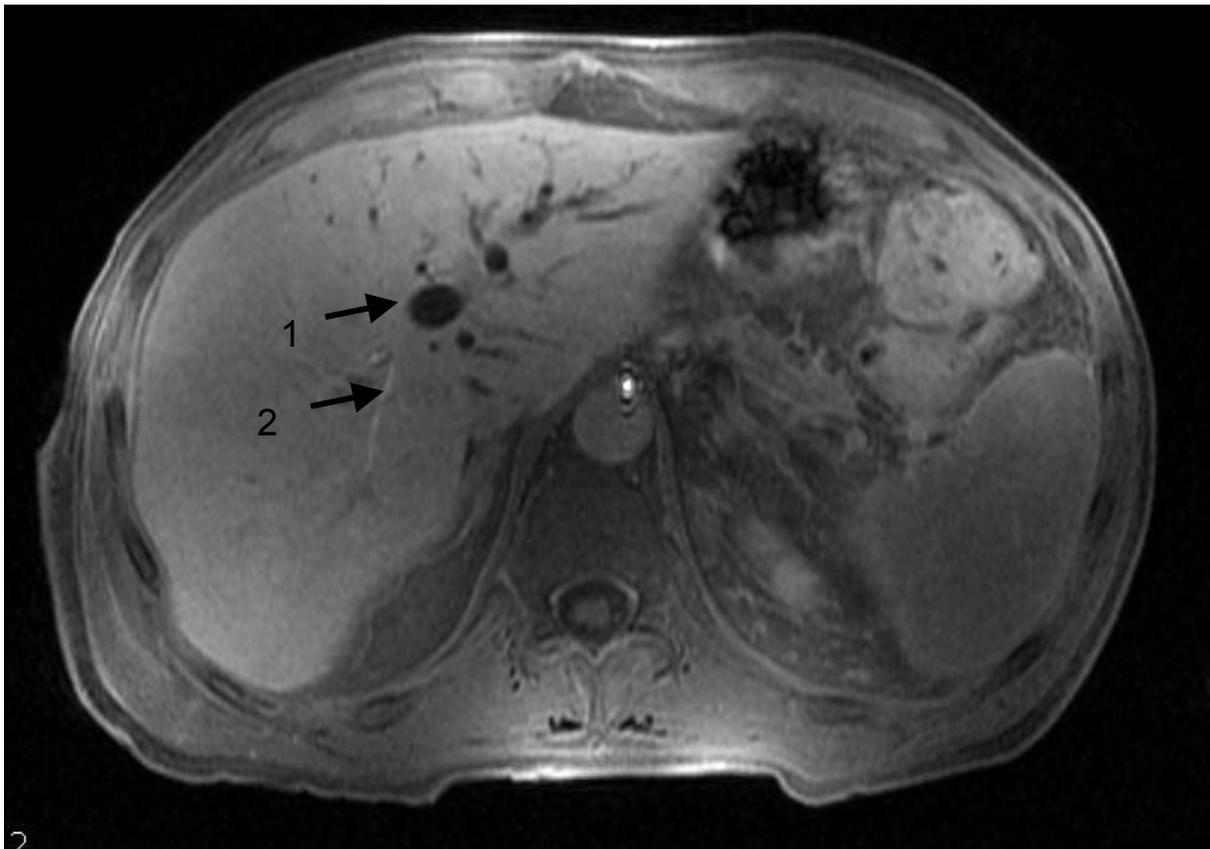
Darstellung der Cholestase im linken Leberlappen im MRT, 1 erweiterter Gallengang, regelrechter Gallenabfluss im rechten Leberlappen, 2 Gallengang mit Kontrastmittel gefüllt; 3 T MRT; TR 5 TE 2,3, ca. 20 min nach Kontrastmittelgabe
